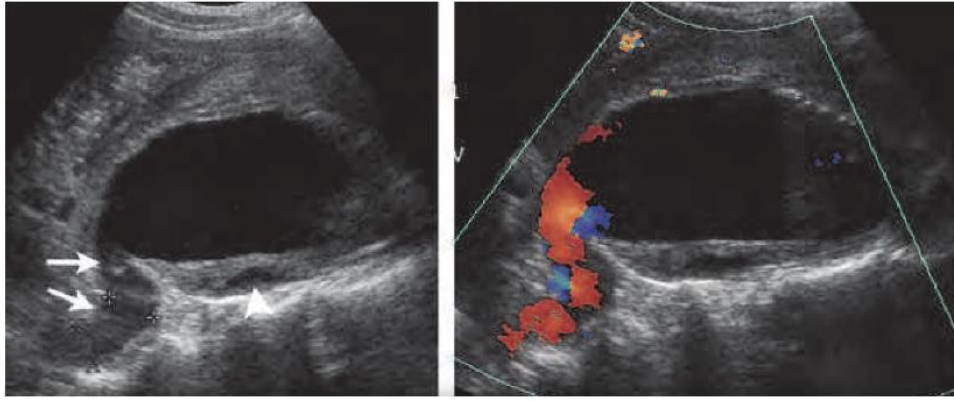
Aspect échographique de la rupture d'un AAAs
